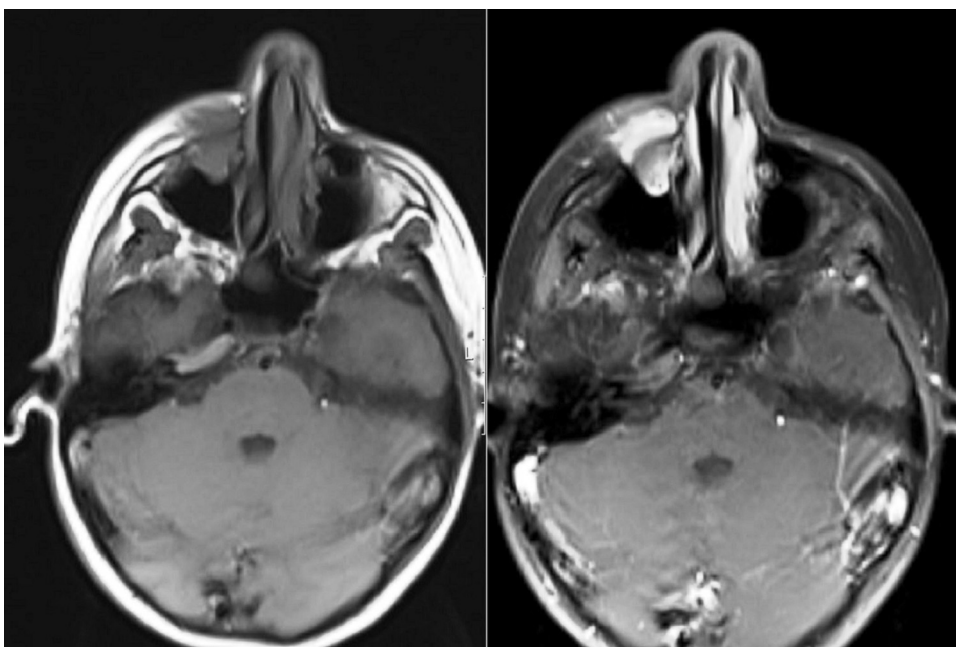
Ressonância magnética axial dos seios maxilares revela uma massa no seio maxilar direito.
